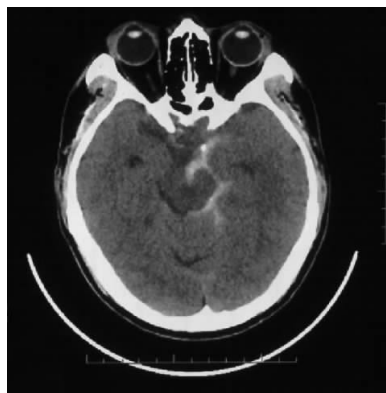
CT 见蛛网膜下腔出血位于环池, 出血延展至外侧裂池内侧份
